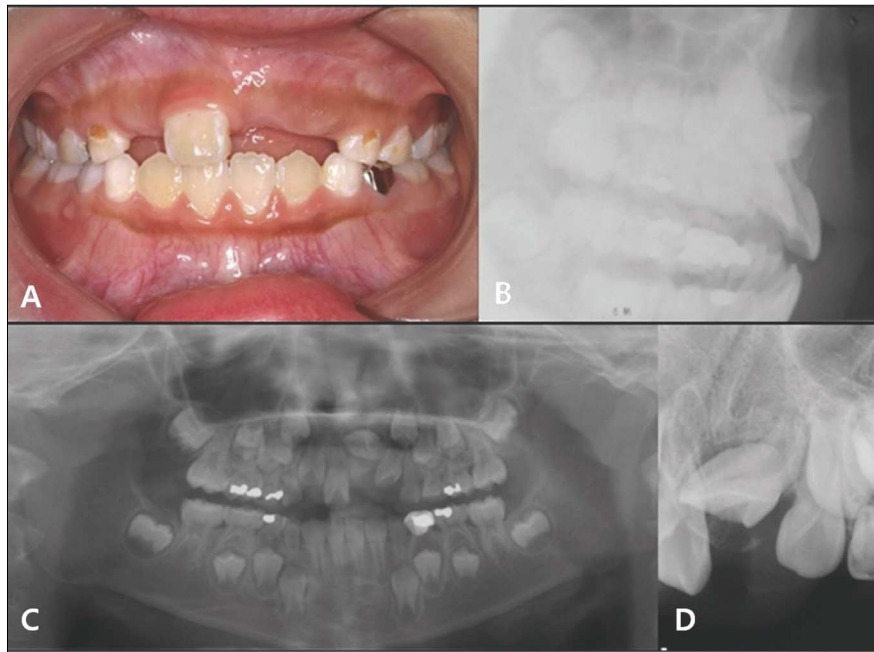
Initial intraoral frontal photograph(A), lateral projection radiograph(B), panoramic radiograph(C), periapical radiograph(D)
